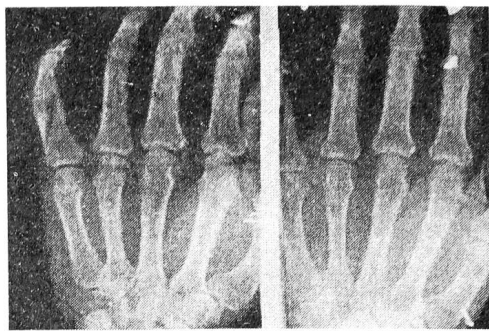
Рентгенограмма больного М., 45 лет, в прямой и боковой проекциях. Определяется фиброзная сгибательно-разгибательная контрактура проксимального межфалангового сустава V пальца левой кисти вследствие внутрисуставного косоугольного перелома основной фаланги.
